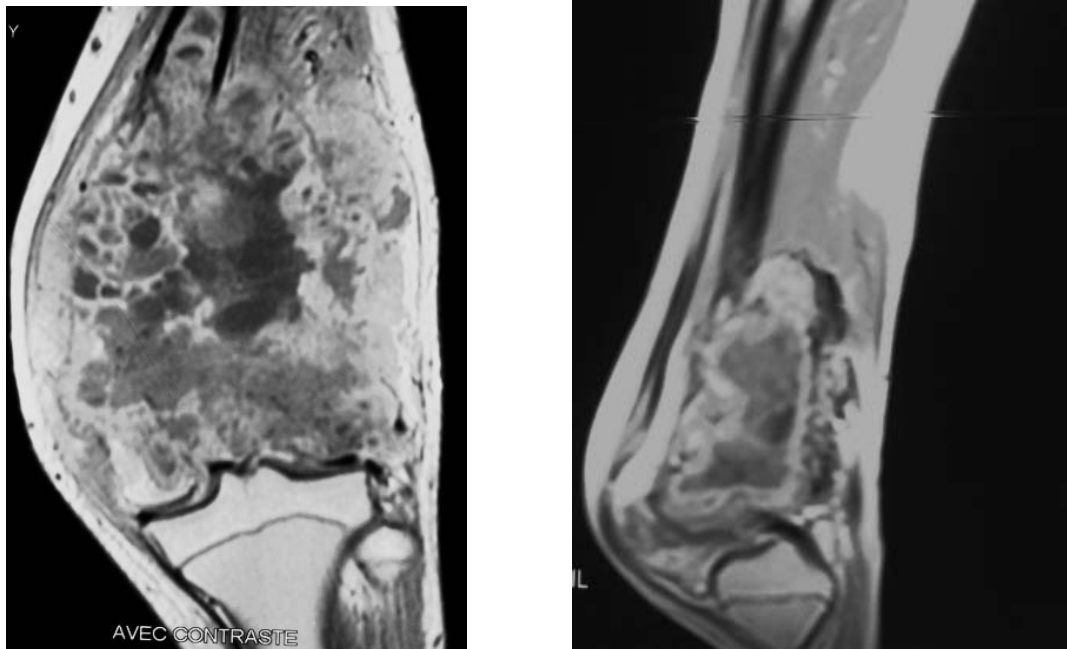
IRM d'un ostéosarcome chez une fille de 13 ans montrant une volumineuse masse tumorale du tiers inférieur du fémur avec infiltration locale et articulaire.
